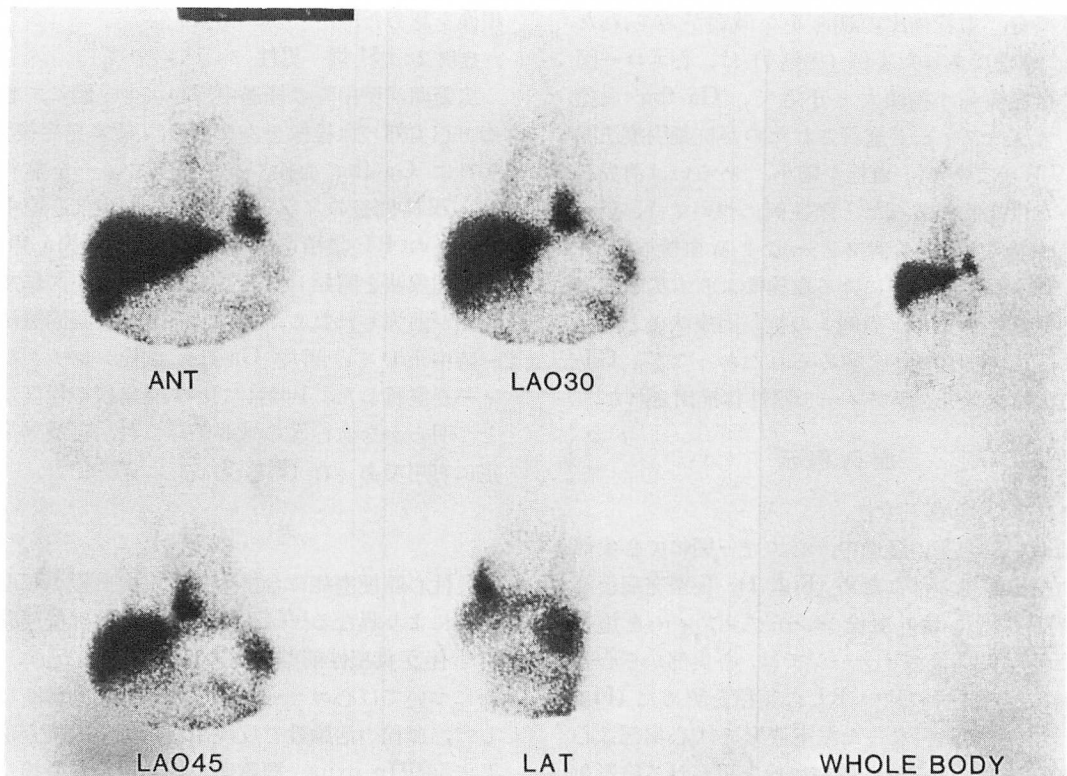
Ga-67-DFO-DAS-fibrinogen scintigrams showing localization of an intraventricular thrombus from the apex to the anteroseptal wall (Case 1).
